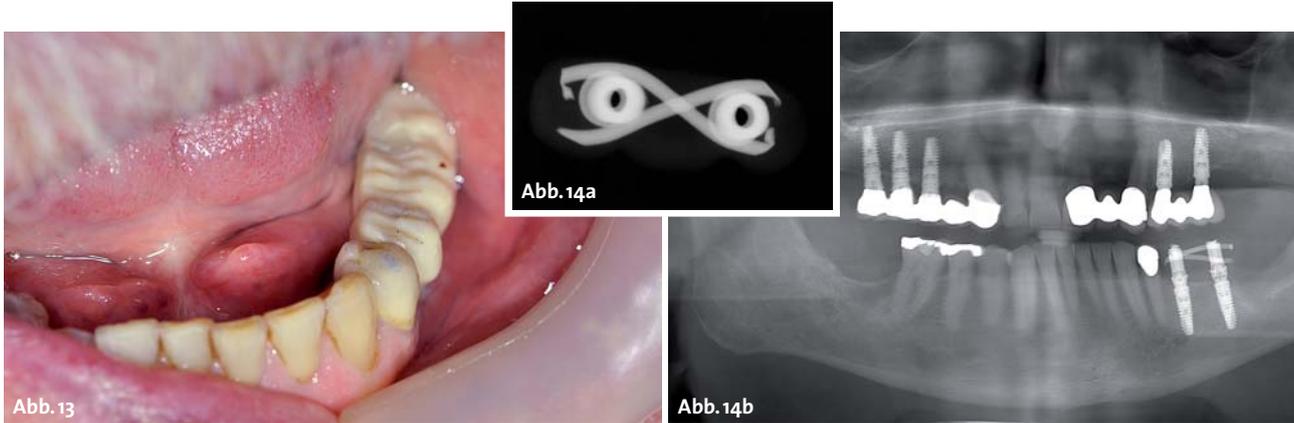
Fertige Brücke im Mund. – Abb. 14a und b: Röntgenologische Abschlusskontrolle.
